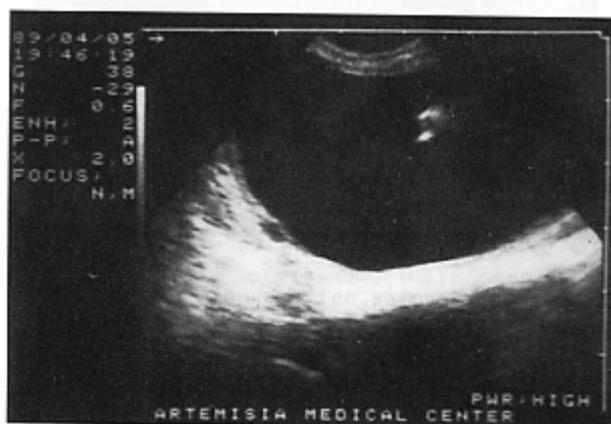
Immagine ecografica di agoaspirazione di cisti semplice.
